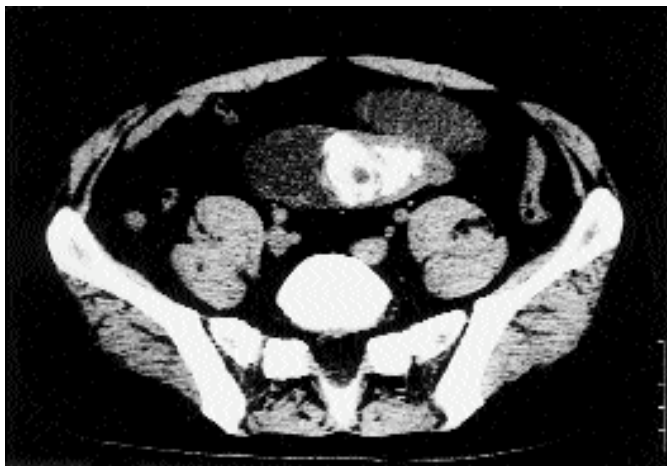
La TC pelvica evidenzia all'interno di un'ansa ileale la presenza di una grossa formazione litiasica.
